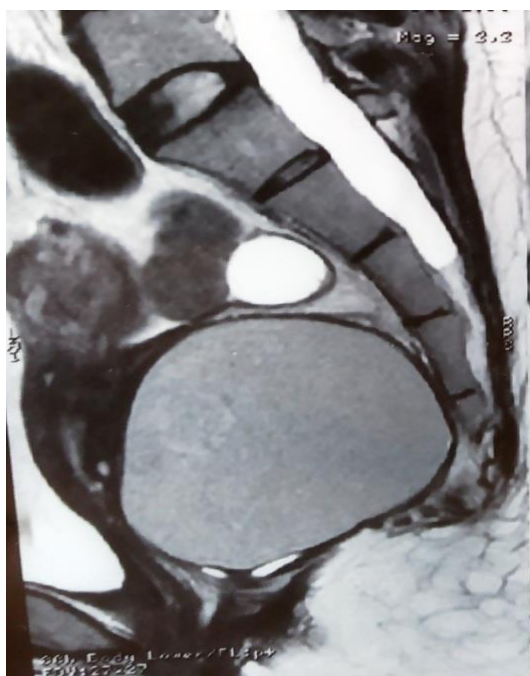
МРТ пациентки Ж.У.С., 30 лет. Кистозное образование, занимающее полость малого таза, смещающее матку и придатки вверх, прямую кишку кпереди.
